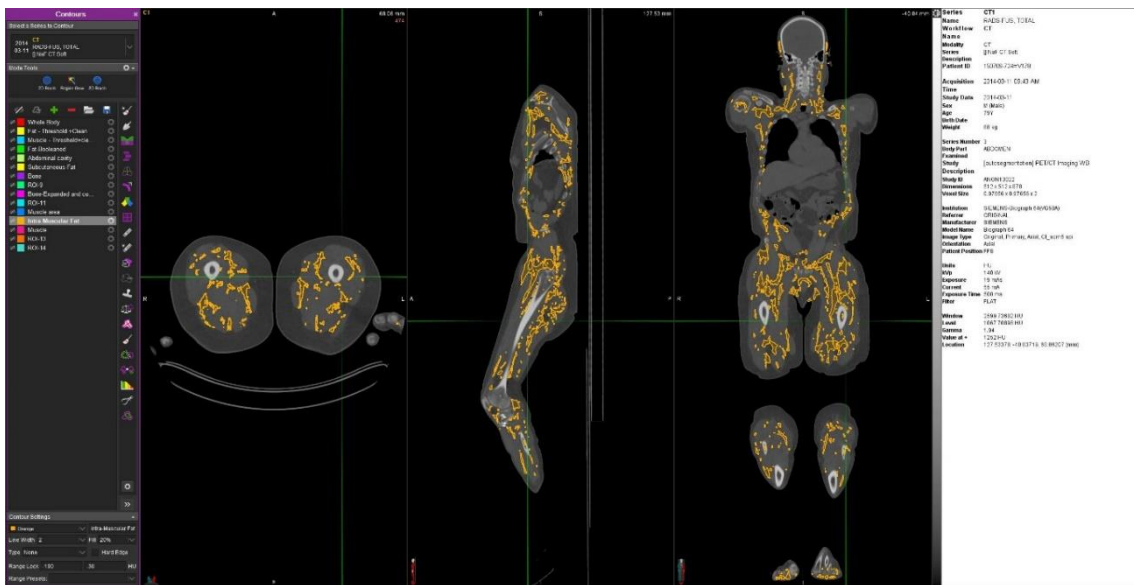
Determinación del TAIM total en un paciente con cáncer analizado mediante la TC de planificación de RT. Elaboración propia.
